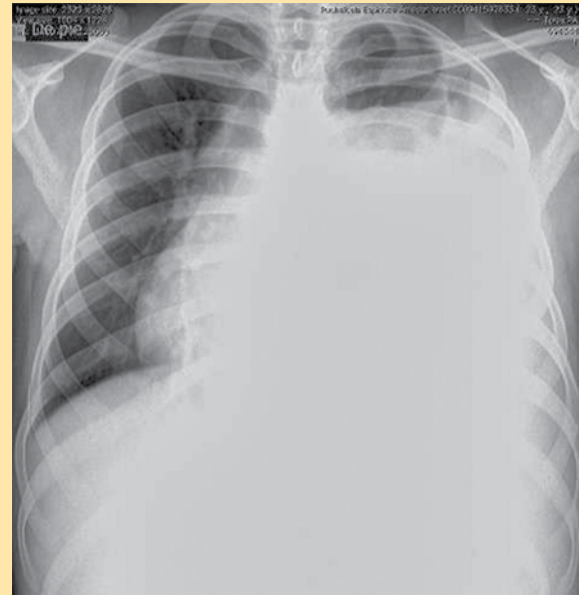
Radiografía (Rx) de tórax AP. Se visualiza ensanchamiento del mediastino. Borramiento del ángulo costodiafrágico izquierdo.
